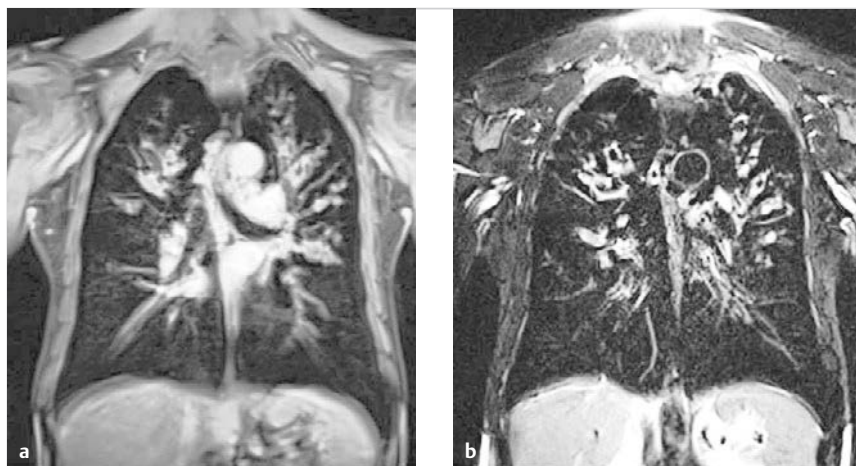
Zystische Fibrose. MRT-Bilder. Entzündlich verdickte Bronchialwände, Bronchiektasen und Sekretretention, betont in den Lungenoberlappen beidseits.
